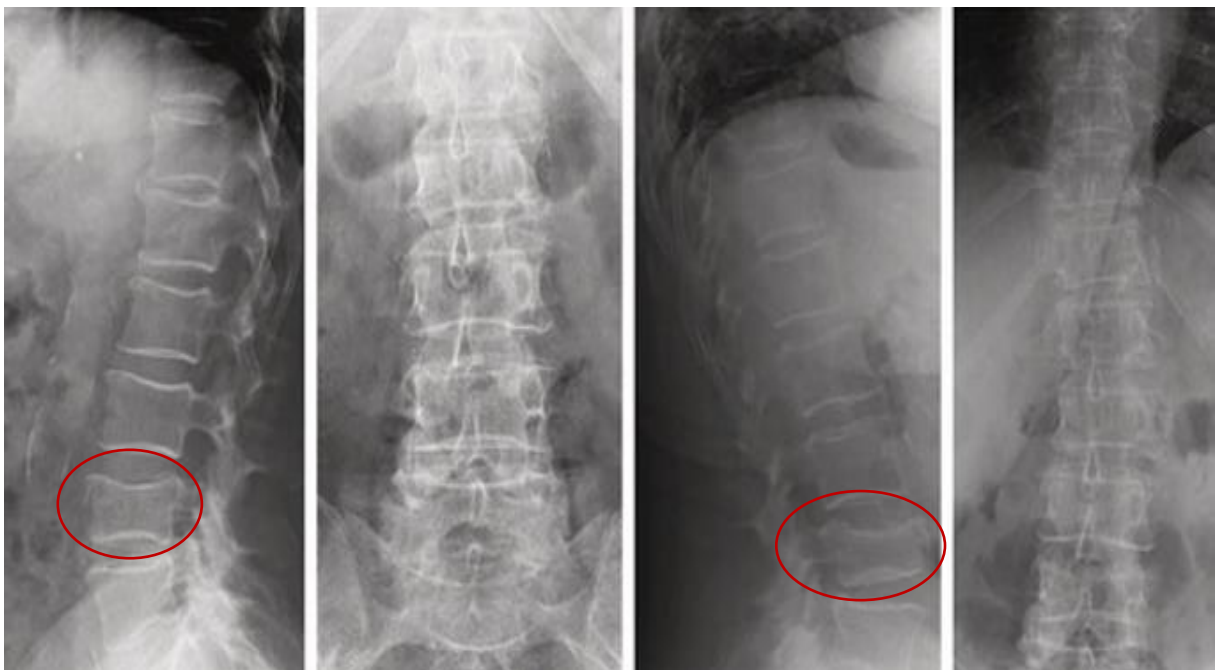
Röntgenaufnahme der Lendenwirbelsäule in zwei Ebenen bei LWK4 Sinterungsfraktur [62].
